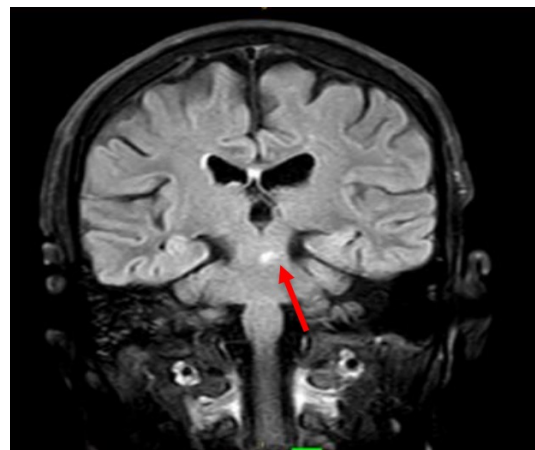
Resonancia magnética cerebral, corte coronal y secuencia FLAIR potenciada en T2: se observa moderada pérdida de volumen encefálico (atrofia) y adicionalmente se evidencia la lesión
